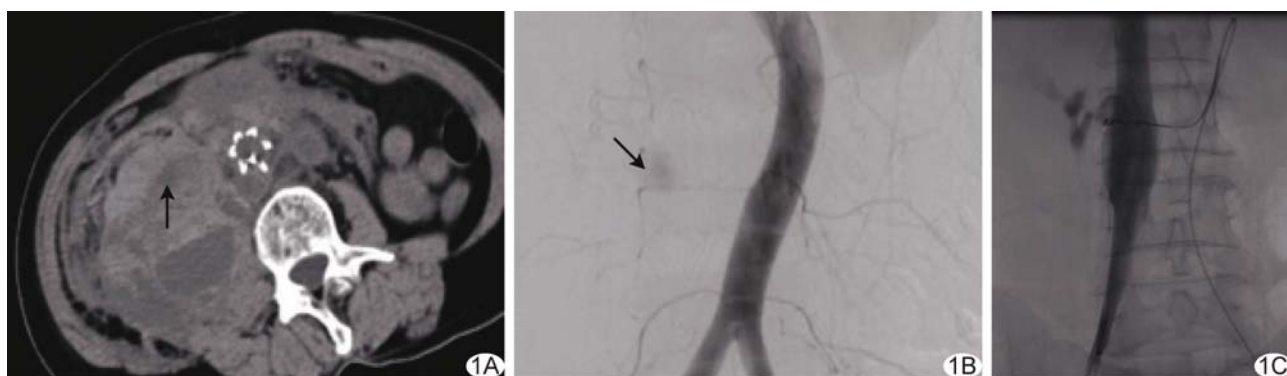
下腔静脉滤器刺破腰动脉 A. 腹部 CT 平扫, 箭示出血; B. 腹主动脉造影, 箭示右侧第 3 腰动脉对比剂外溢; C. 移动滤器后造影未见对比剂外溢
